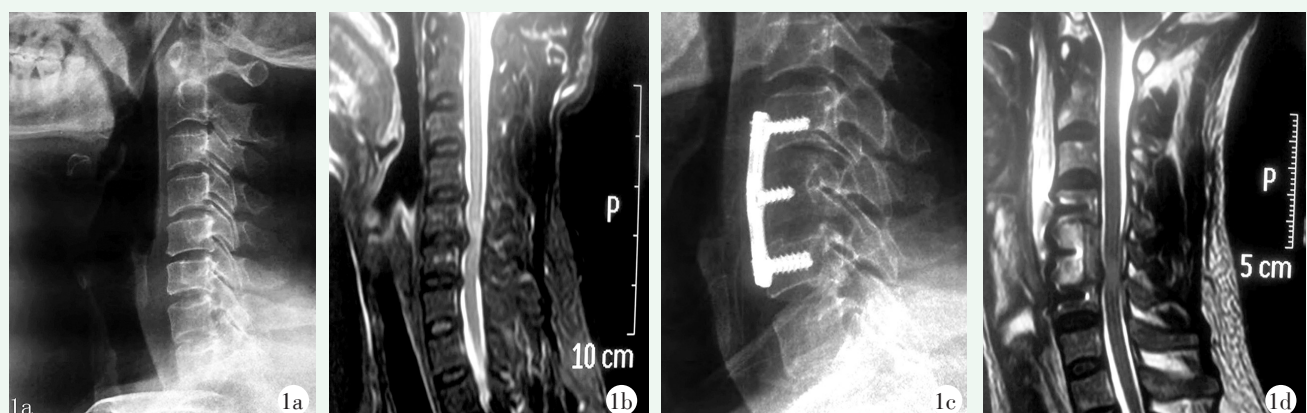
患者，男，39 岁，车祸致颈部受伤 3 h 入院。入院诊断为 CSCI 合并 CSCS，采用前路减压手术治疗 1a: 术前侧位 X 线片示无骨折线脱位，C₂₋₇ Cobb 角显著变小 1b: 术前矢状面 MRI 示 C_{4/5}、C_{5/6}、C_{6/7} 节段椎管狭窄，脊髓受压，C_{5/6} 段脊髓内水肿 1c: 术后 3 个月侧位 X 线片示内固定物位置良好，C₂₋₇ Cobb 角较术前显著改善 1d: 术后 3 个月矢状面 MRI 示责任段平均椎管面积显著增加，脊髓充分减压
